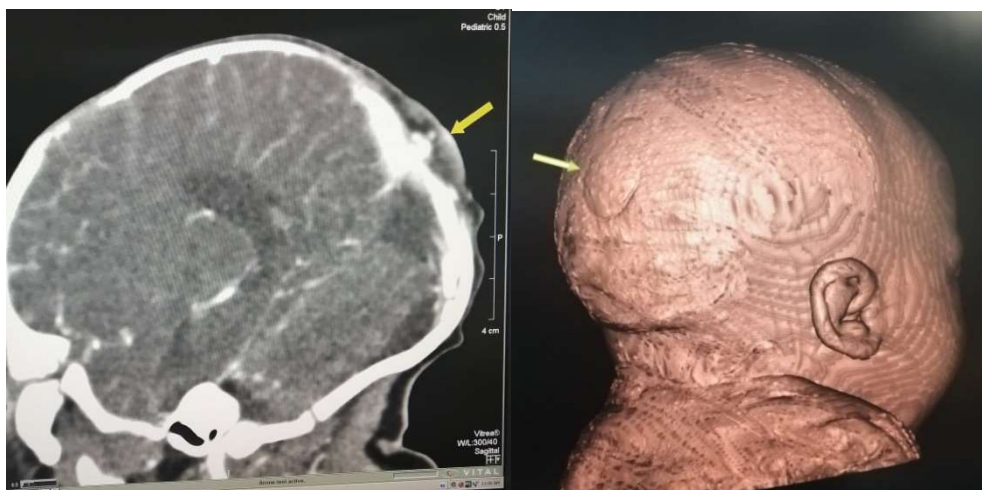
МСКТ головы новорожденного 2 (менингоэнцефалоцеле обозначено стрелками).
